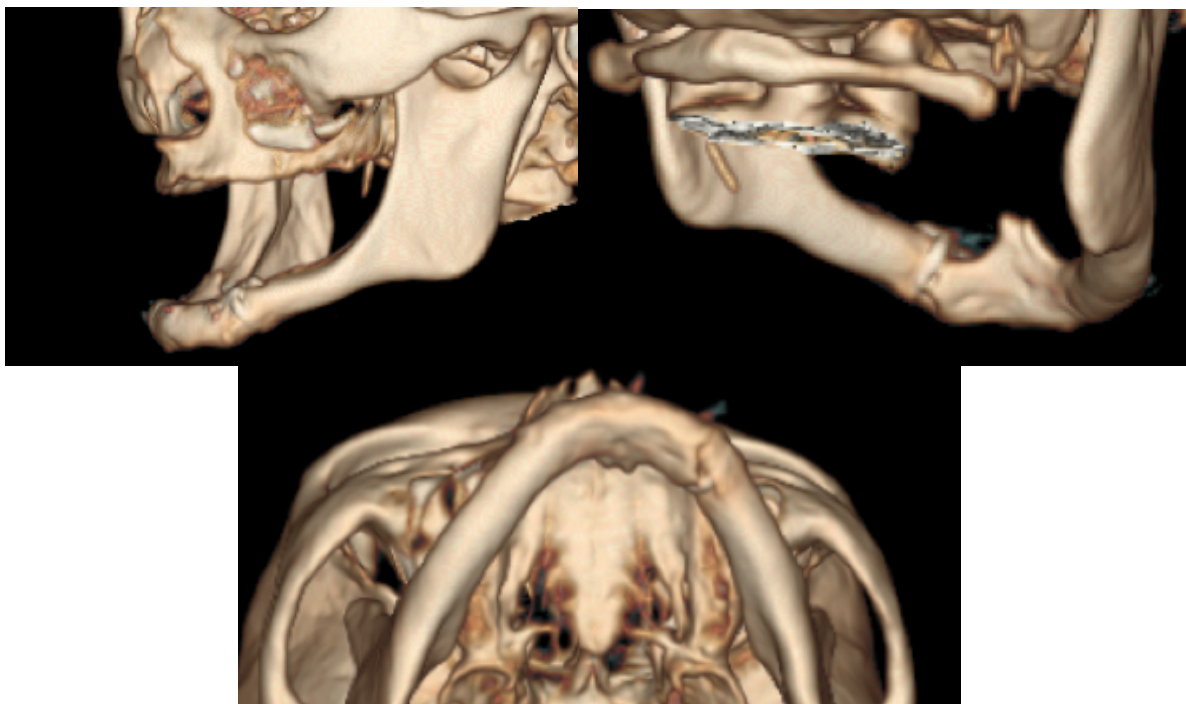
Tomografia Computadorizada Pré-operatória.
